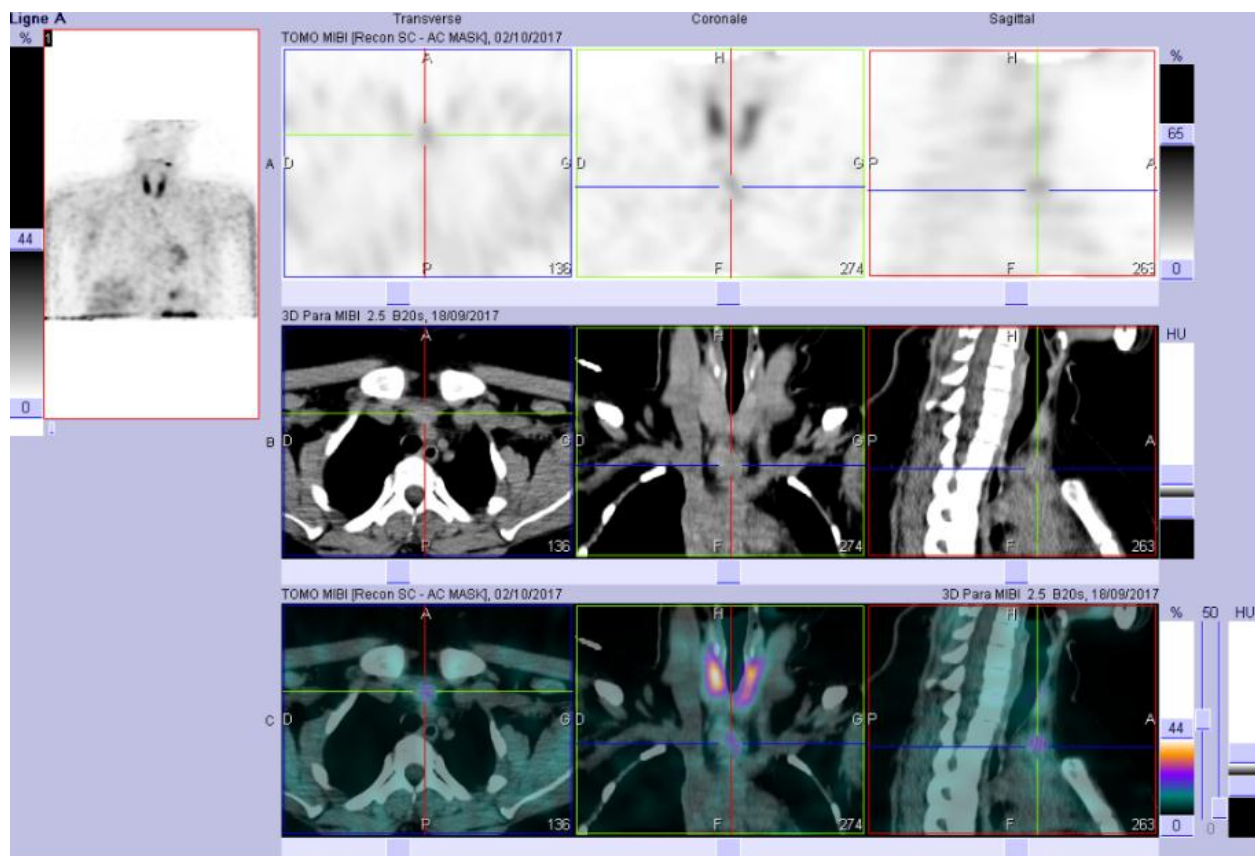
[57] : Le foyer anormal mis en évidence dans l'aire médiastinale à l'image thyroïdienne et parathyroïdienne se traduisant sur les coupes TDM de repérage par une formation nodulaire tissulaire de forme ovale de situation médiastinale antérosupérieure.
